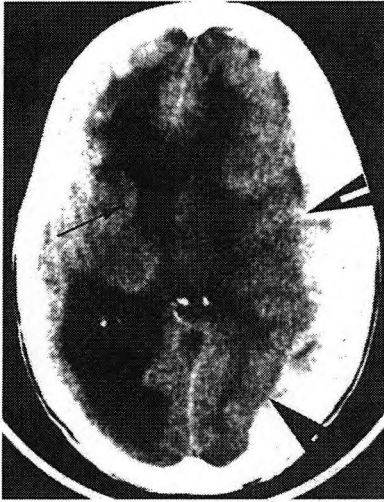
Hematoma subdural agudo (flechas gruesas) en una TAC cerebral, que, por la herniación subfalcial que ocasiona, produce un bloqueo del LCR desde el ventrículo contralateral, dilatándolo (flecha fina).
